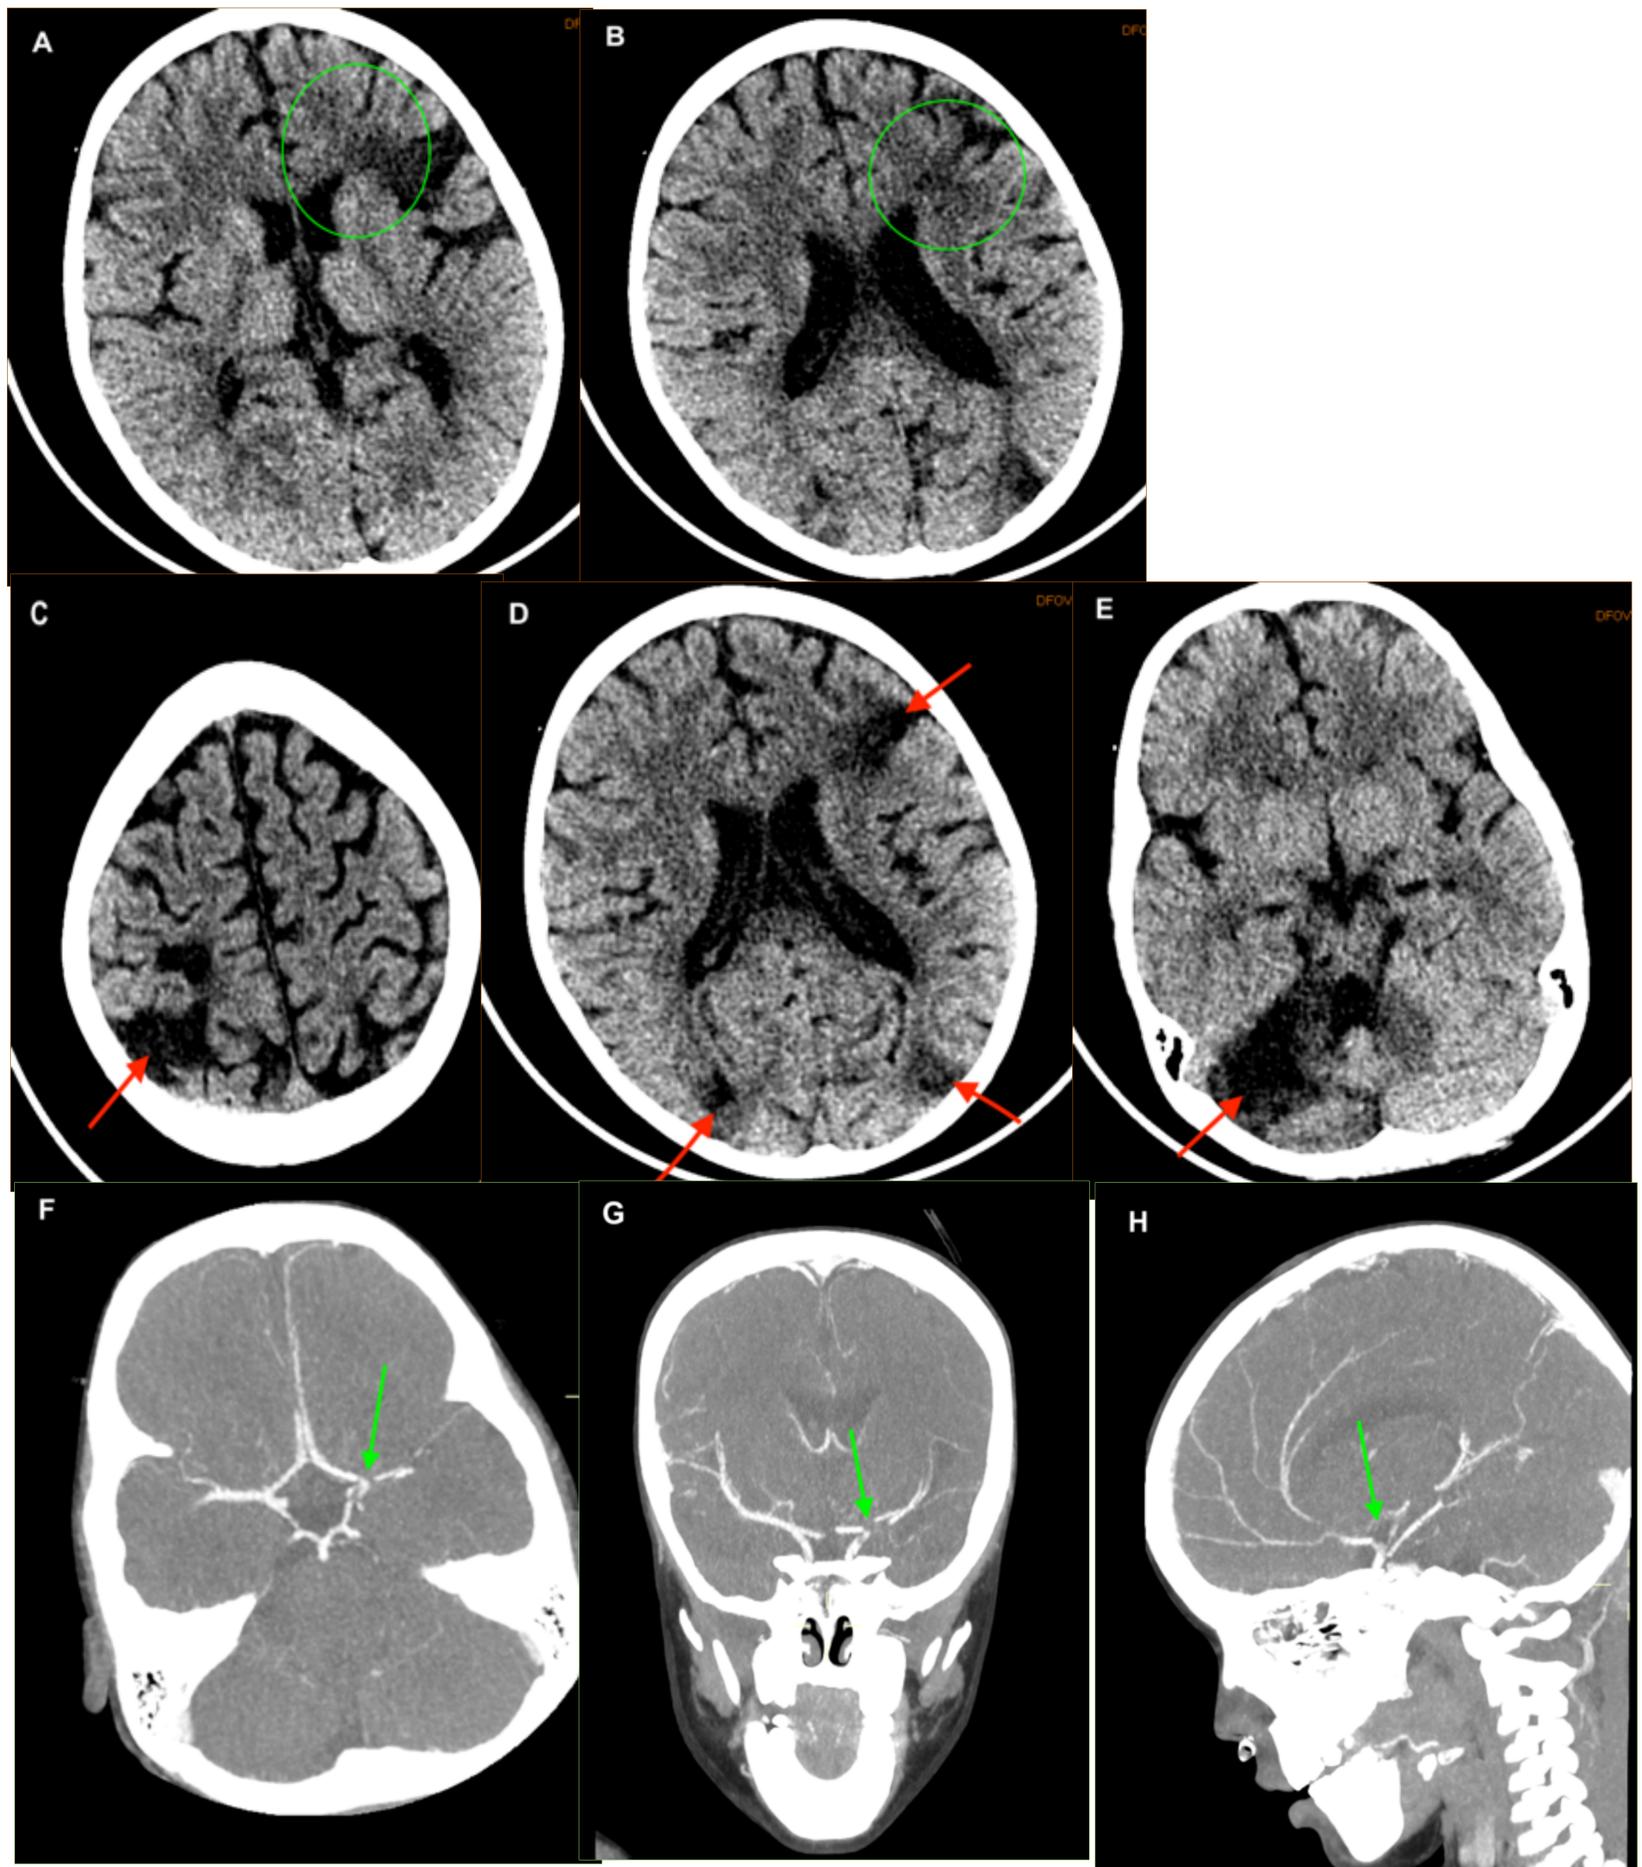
Niño de 5 años portador de prótesis mitral, marcapasos ventricular endocavitario y DAI subcutáneo. Presenta hemiparesia derecha de forma súbita desde hace 1 hora. Es valorado por neurología que activa protocolo ictus. Se realiza TC de cráneo sin contraste y angio-TC con contraste yodado iv a 2ml/kg. No se realiza Perfusión-TC por presentar <6h desde el inicio de los síntomas..
